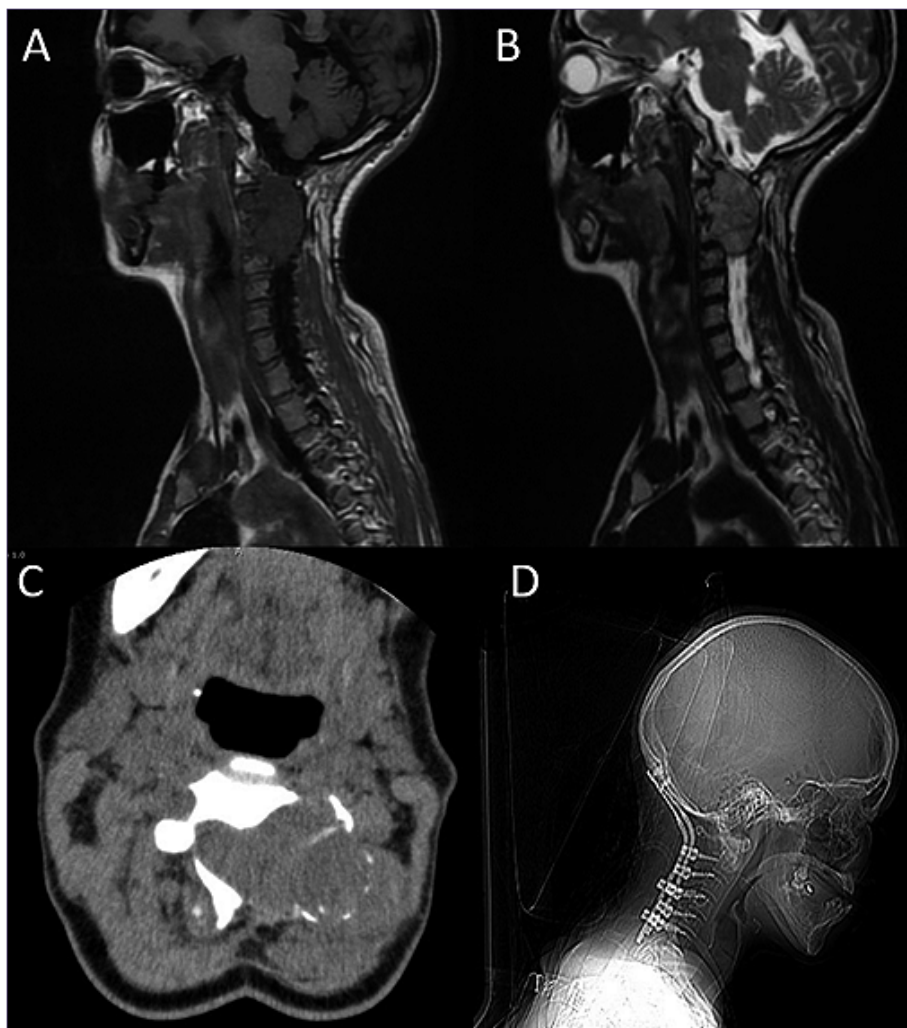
(IRM) con contraste A) Hiperintensidad en T1; B) Hipointensidad en T2; C) (TC) Masa intramedular a nivel de C1-C2 y C3-C4 con realce homogéneo; D) Resección de tumor intrarraquídeo extradural C1 - C2 vía abierta + descompresión por laminectomía + artrodesis occipito-cervical con injerto óseo.
